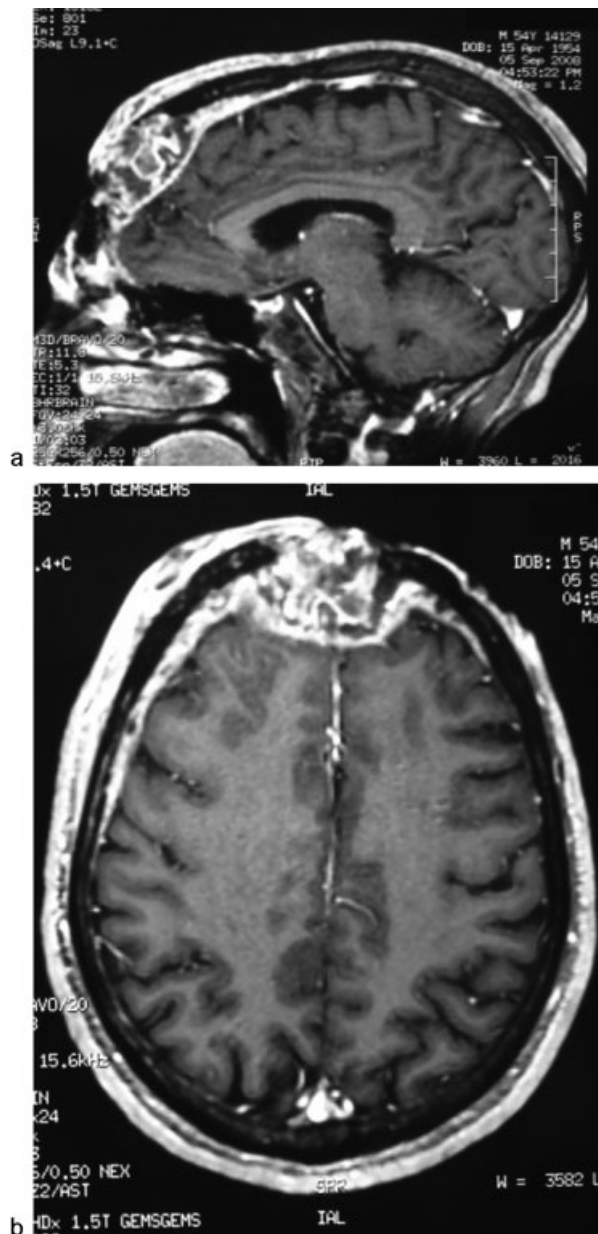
a-b Ressonância magnética evidenciando comprometimento intracraniano.
